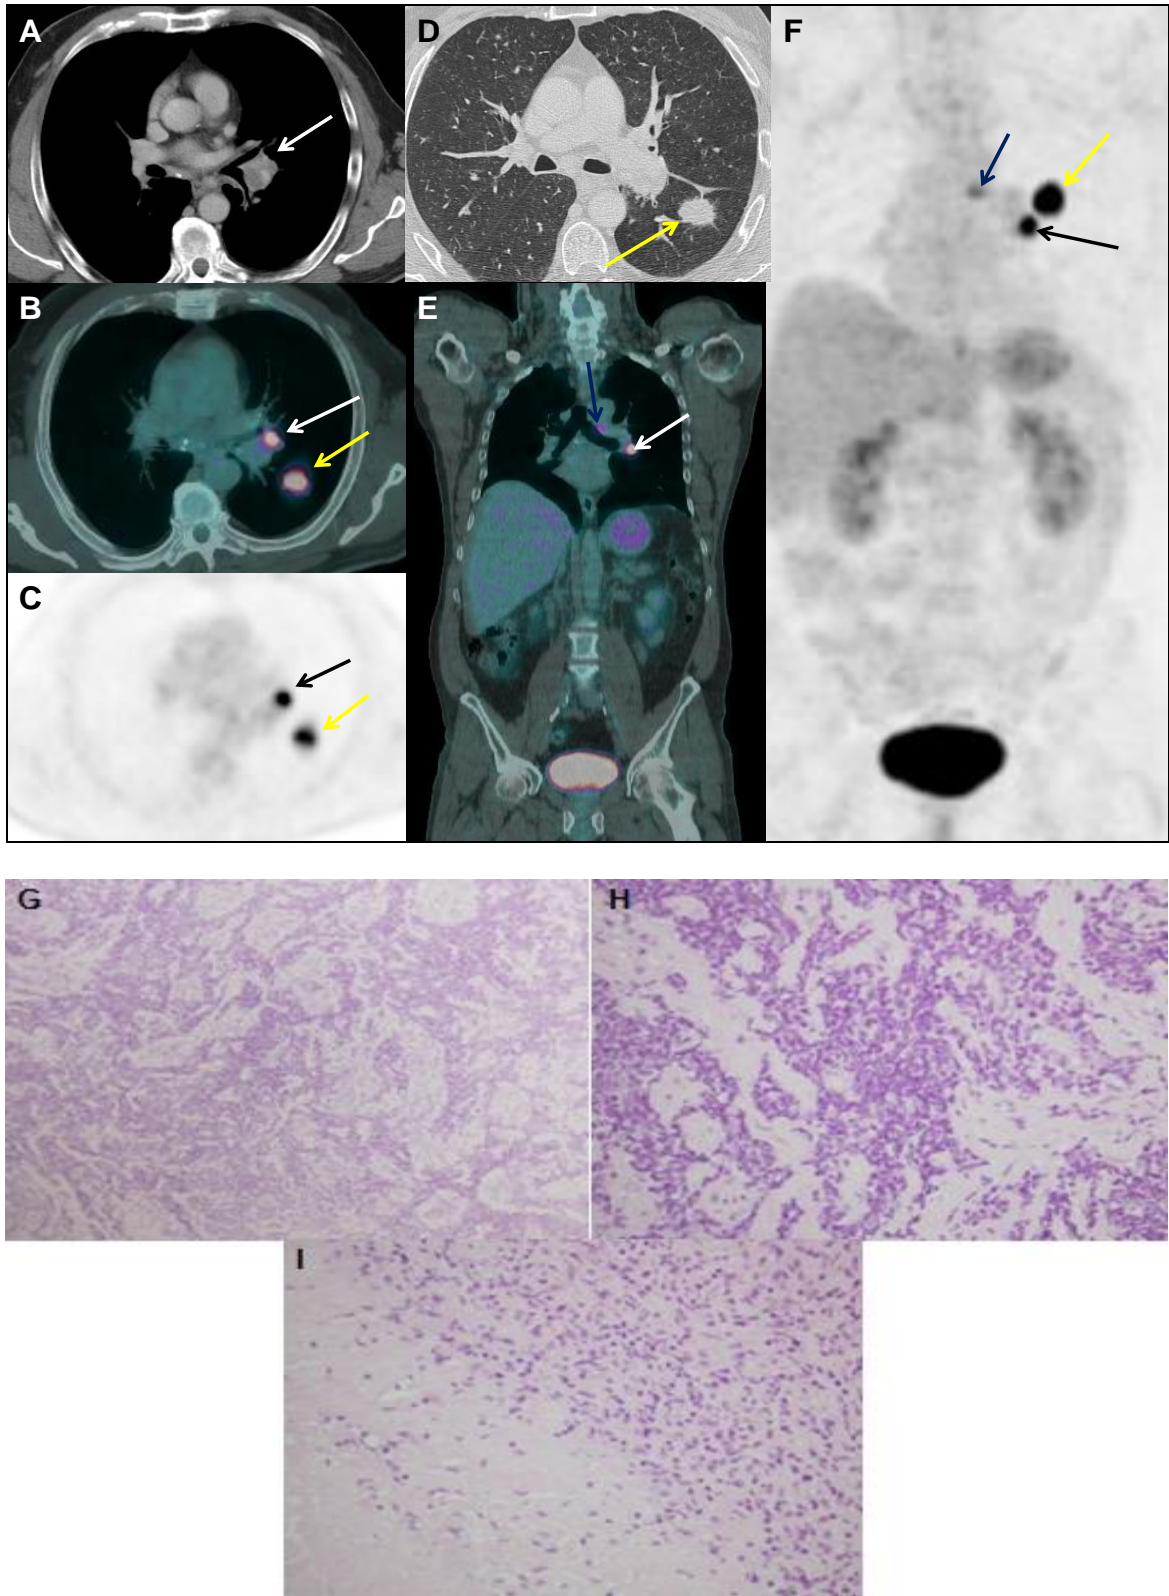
Varón de 56 años con carcinoma de células pequeñas (en la PAAF diagnóstica la citología fue de probable adenocarcinoma) y tuberculosis en un ganglio hiliar izquierdo. Caso verdadero positivo. PET-TAC de estadificación. Figuras A, B, C y D en el plano axial donde se muestran la adenopatía hiliar izquierda (10L) mayor de 1 cm y con un SUVmáx de 16,3 (flechas blancas y negra), y el tumor primario en el LII con SUVmáx de 21,5 (flechas amarillas). Imágenes E y F en el plano coronal
